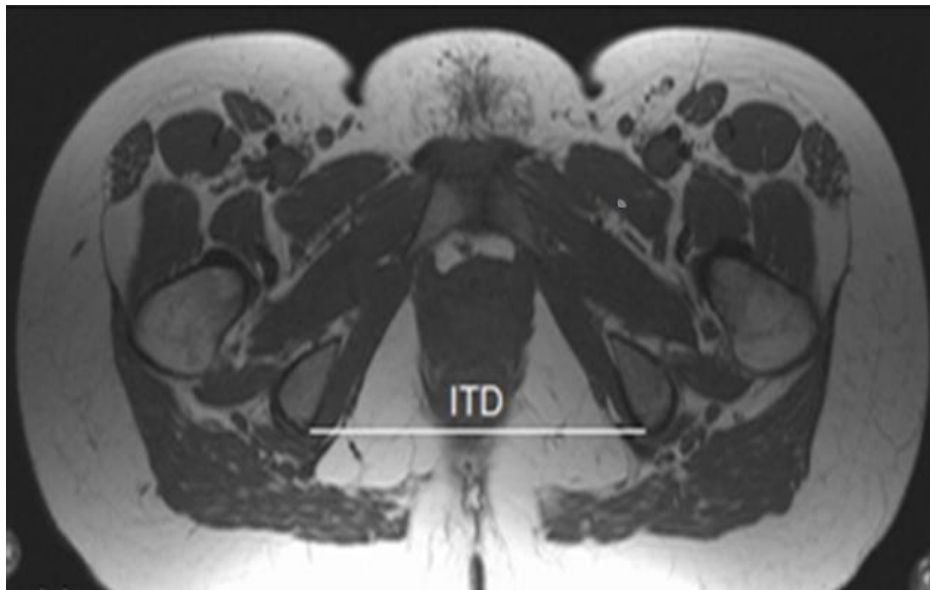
Messebene und Messung des Abstands zwischen den Sitzbeinhöckern (engl. intertuberos diameter, ITD) im Transversalschnitt in T1-Wichtung (MRT-Pelvimetrie) [54]
